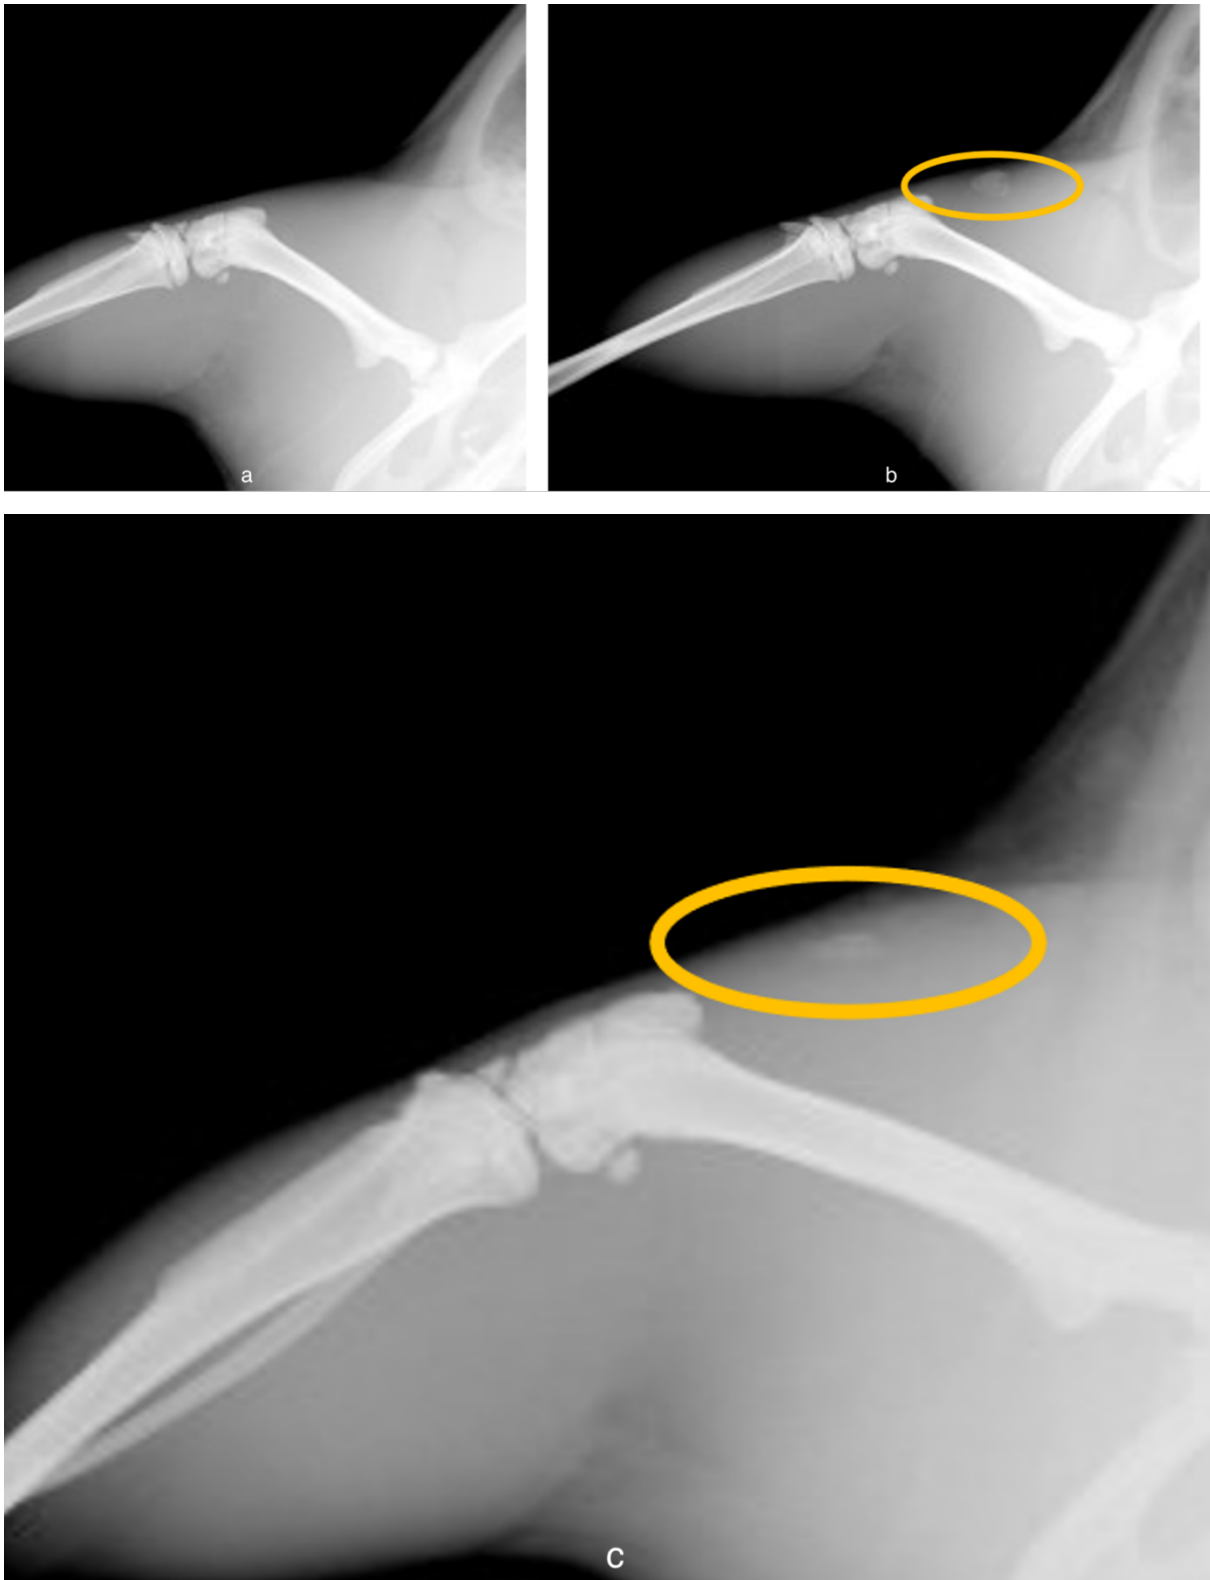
Röntgenaufnahmen der Positivkontrolle der ersten Versuchsreihe (PK1.5 li. Bein D7 (a) zunächst ohne HO; im Verlauf D14 (b) und D40 (c) mit HO-Nachweis im markierten Areal)
